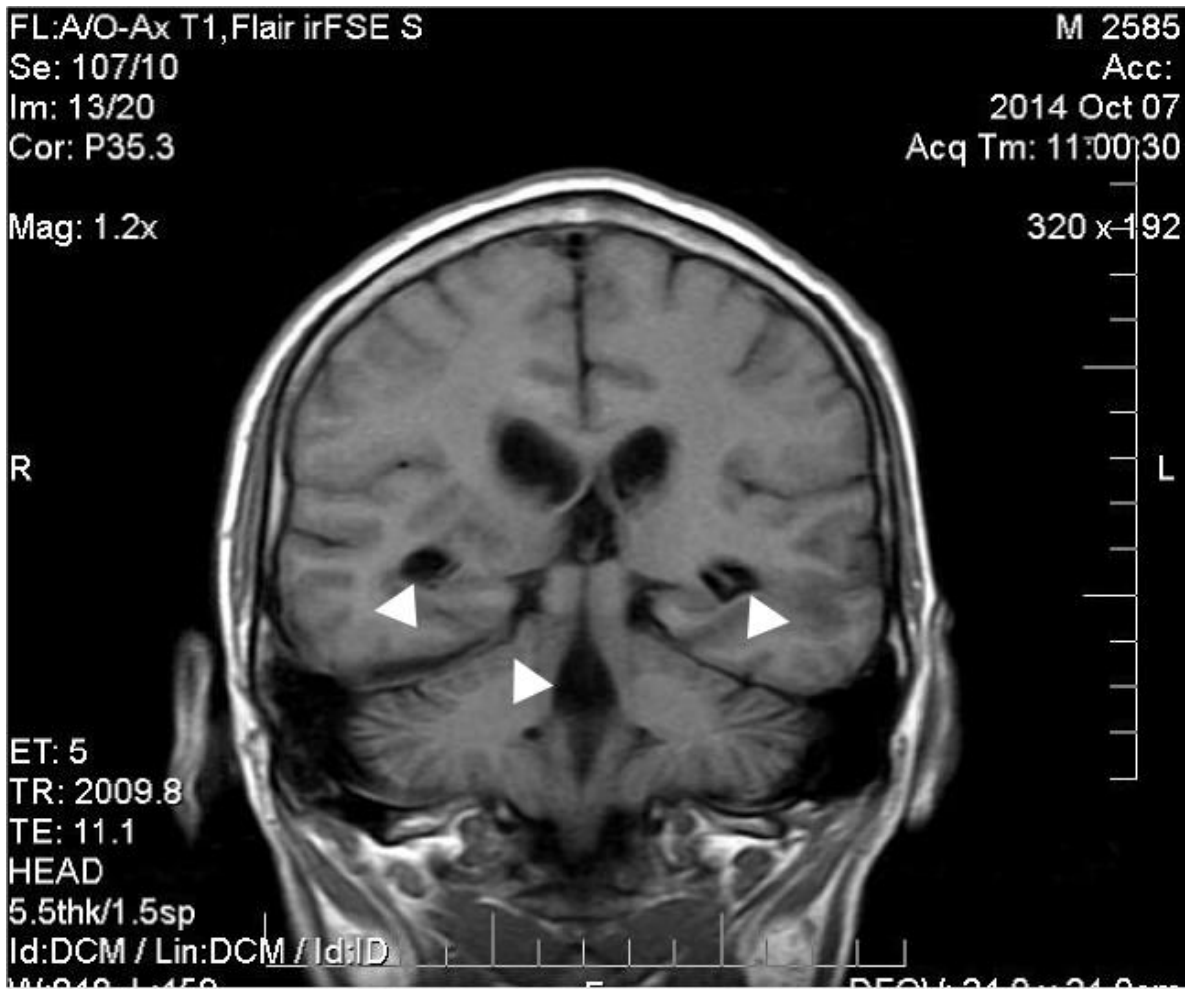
Imagen por resonancia magnética en FLAIR de un corte coronal que muestra importante dilatación de las astas occipitales, temporales y del tercer y cuarto ventrículo (Evans >0.3; puntas de flecha), correspondiente a una hidrocefalia comunicante.
